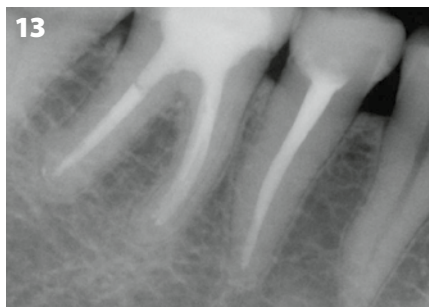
Radiographie de suivi après trois ans.
